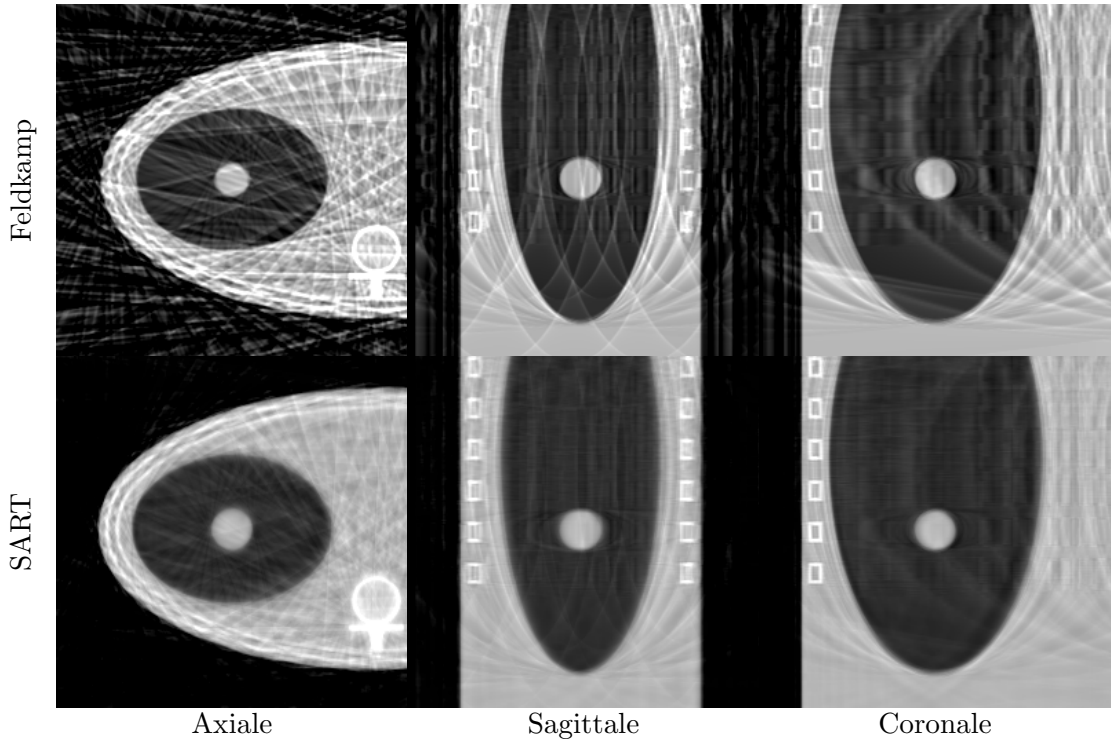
Coupes à la tumeur des images TDM reconstruites avec la méthode de Feldkamp et SART à partir d'une sélection de la séquence de projections du fantôme analytique avec un mouvement irrégulier. La fonction de sélection utilisée est $rect(s_{resp}^p(x), 0.5^+, 0.1)$.
